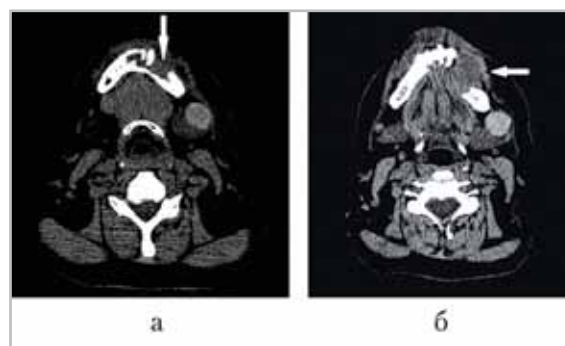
Компьютерные томограммы в трансверсальной проекции. (а, б). Рак слизистой оболочки альвеолярной части нижней челюсти, T4a N1M0 (IV). Определяется массивная костная деструкция в области тела и ветви нижней челюсти слева (белые стрелки)
